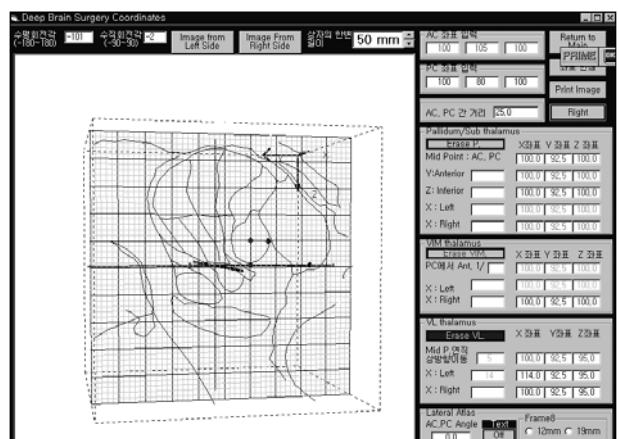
Planning to get coordinates of ventralis intermedius using computer program with fusion image of Schaltenbrand and Bailey human brain atlas with MRI.
